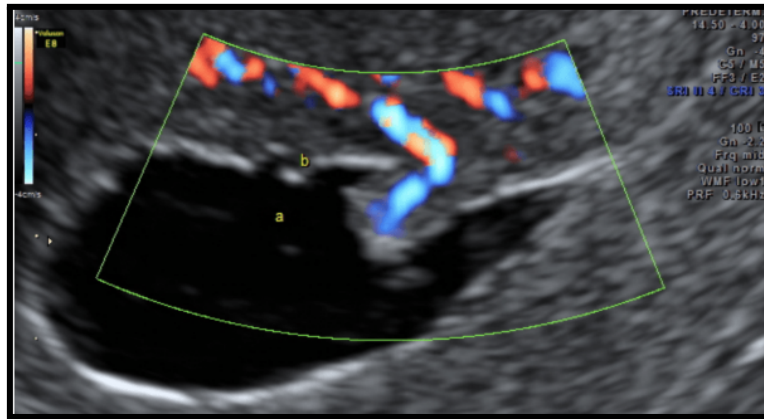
⁹. Pólipo único con pedículo vascular demostrado mediante exámen Doppler-color.
